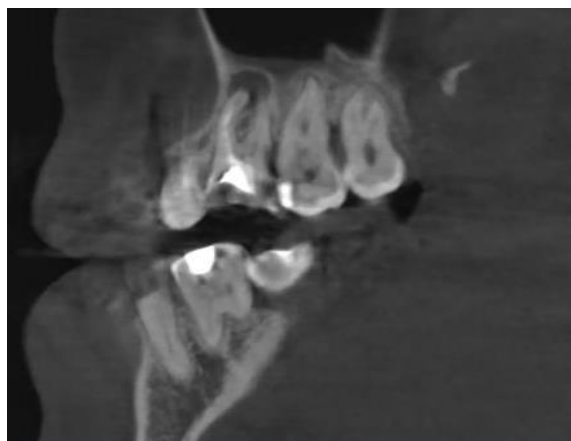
Околокорневая киста передне-щечного корня зуба 26, изгиб корня, неадекватное заполнение корневого канала (КЛ КТ)
